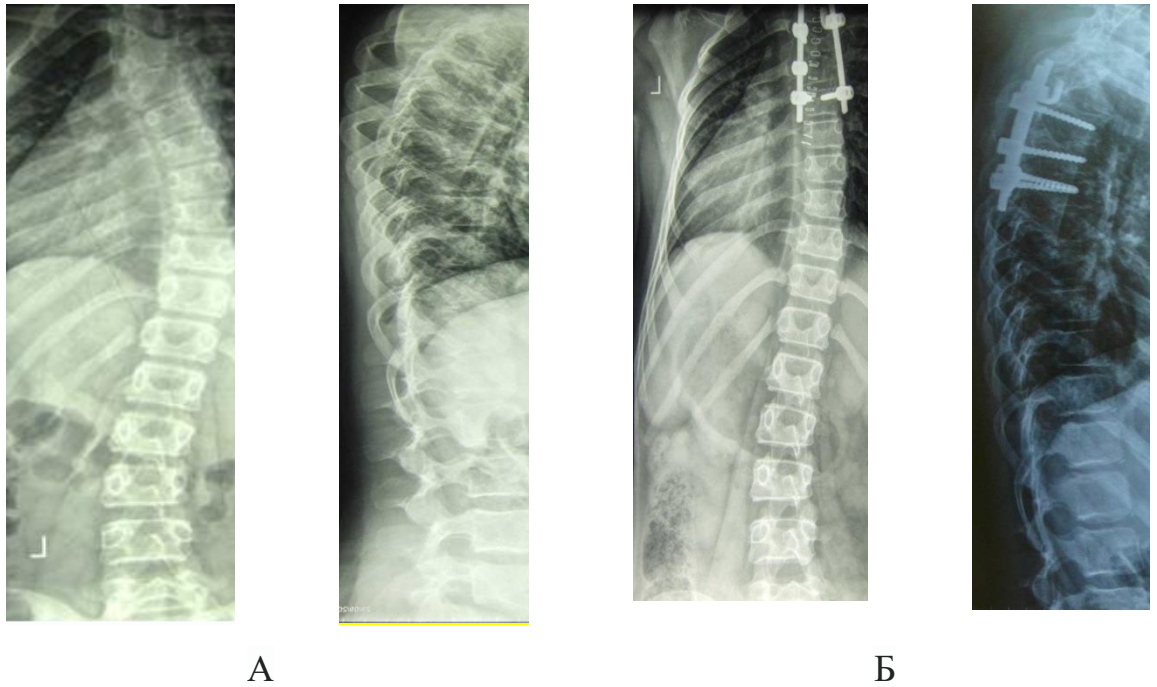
Рентгенограммы позвоночника ребенка Ф, 11 лет: А – до операции; Б – после операции.
